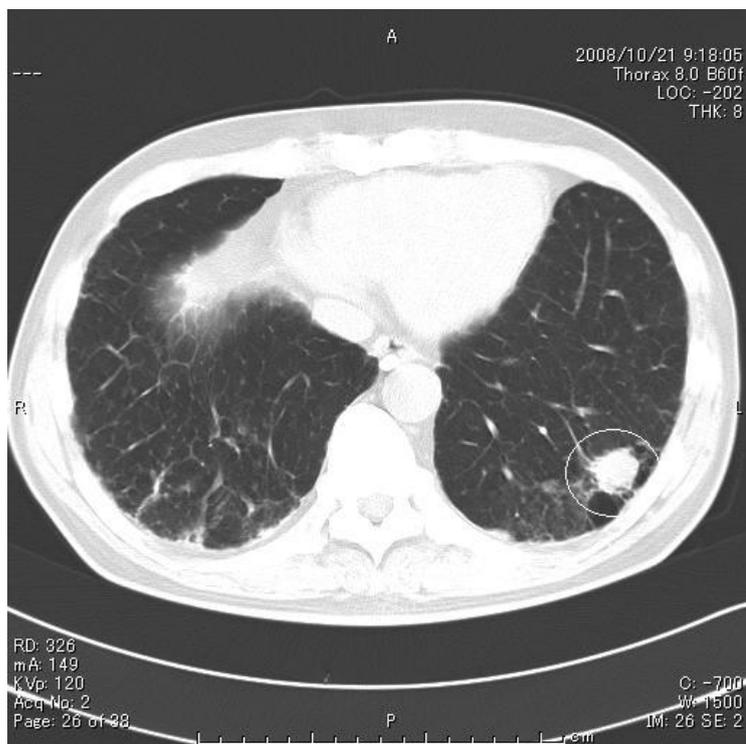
胸部CTでは左肺に直径20mmの腫瘍影がみられた。診断は腺癌であった。
